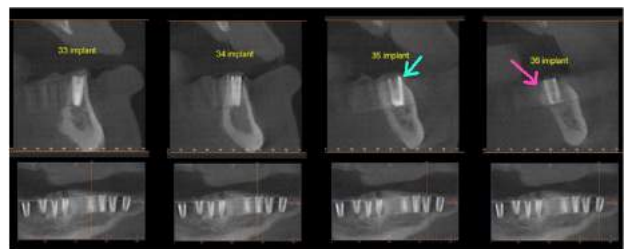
CT를 찍어보니, #33과 #34 부위의 임플란트는 처음 계획했던 위치와 비슷하게 식립하였던 반면, #35 임플란트(하늘색 화살표)는 약간 협측으로 치우쳐있고 #36 임플란트(분홍색 화살표)는 반대로 지나치게 설측으로 위치해있는 모습을 볼 수 있다. 이는 처음의 2.0mm 드릴로 골삭제를 하기 전에 임플란트를 심을 부위의 치조정을 평탄화시키는 작업을 먼저 했어야 했는데, 이를 건너뛰고 바로 2.0mm 드릴로 골삭제를 하는 바람에 치조정의 협설측으로 경사진 방향으로 드릴이 미끄러지면서 골삭제되었기 때문이었다.
